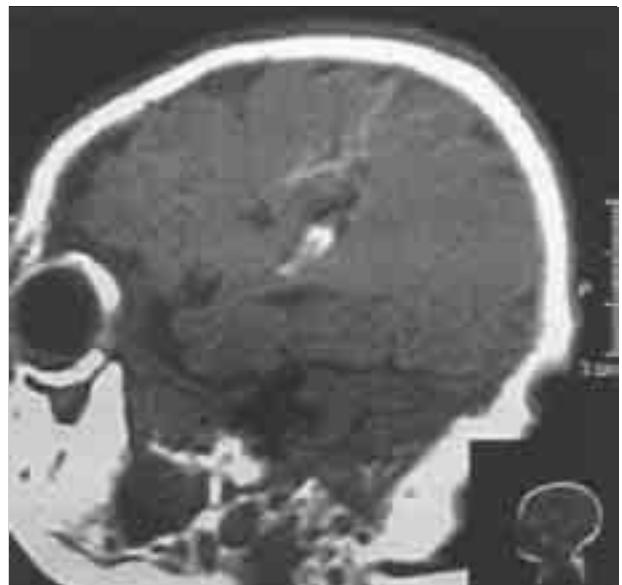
RMN Sagital derecha: Malformación arteriovenosa.
